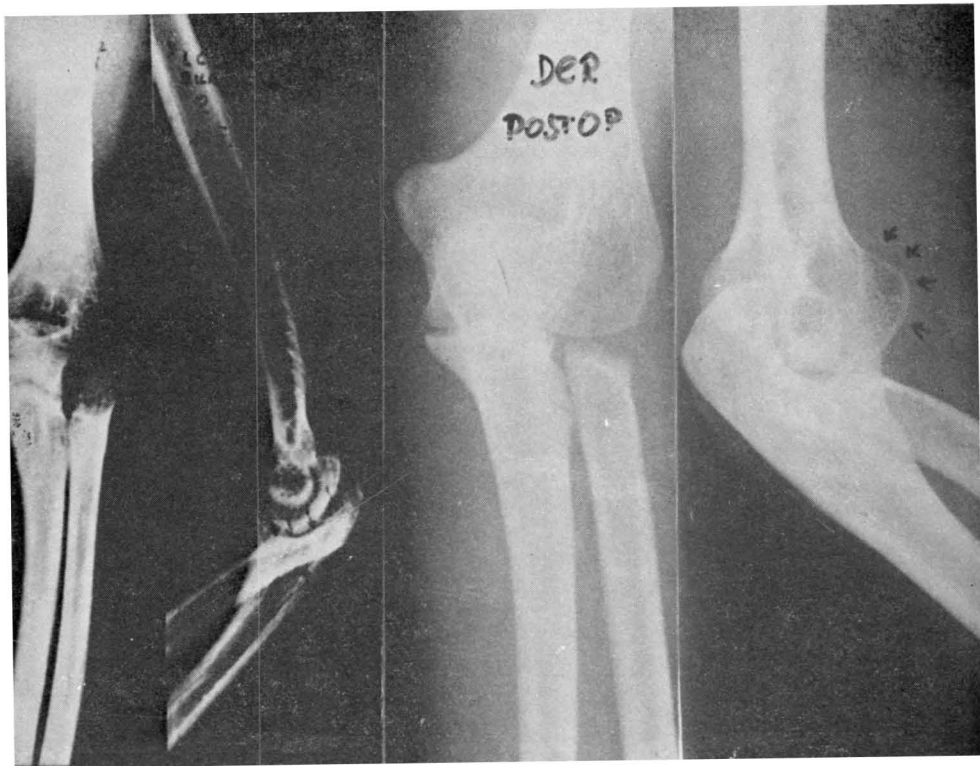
Radiografías pre y postoperatorias apreciando la hipoplasia del cóndilo humeral y la inflexión anterior.
